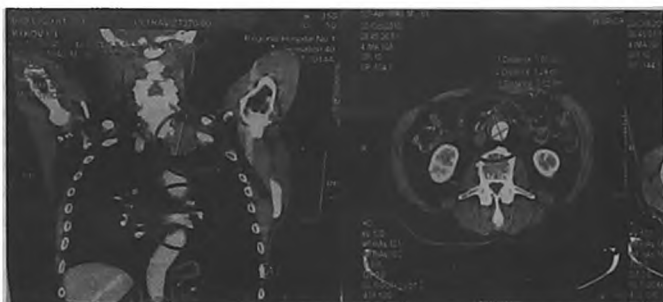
КТ грудной клетки с контрастированием (ультравист). Опухоль Панкоста 4 ст. левого легкого, метастазы в средостение, аневризма брюшного отдела аорты.
